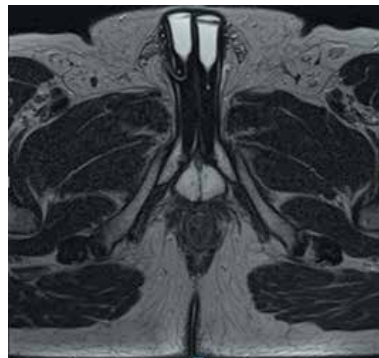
Магнитно-резонансная томография (25.07.2013): фаллопротез
